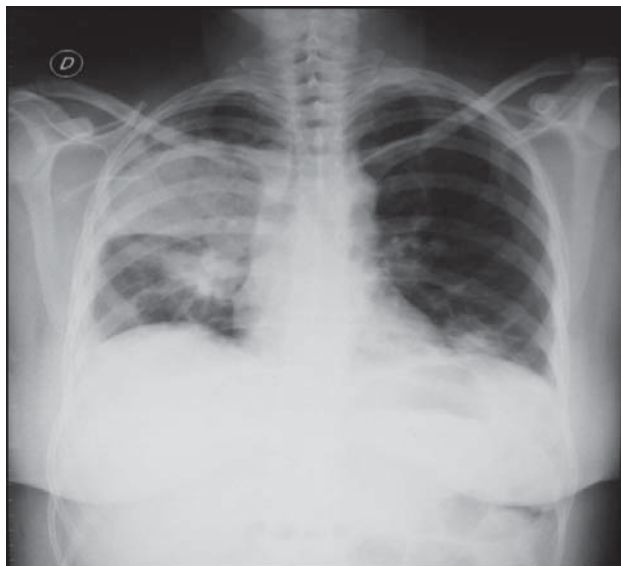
Radiografía anteroposterior en la que se observan infiltrados bilaterales alveolares y nódulos de predominio en el hemitórax derecho y en el campo medio izquierdo.
